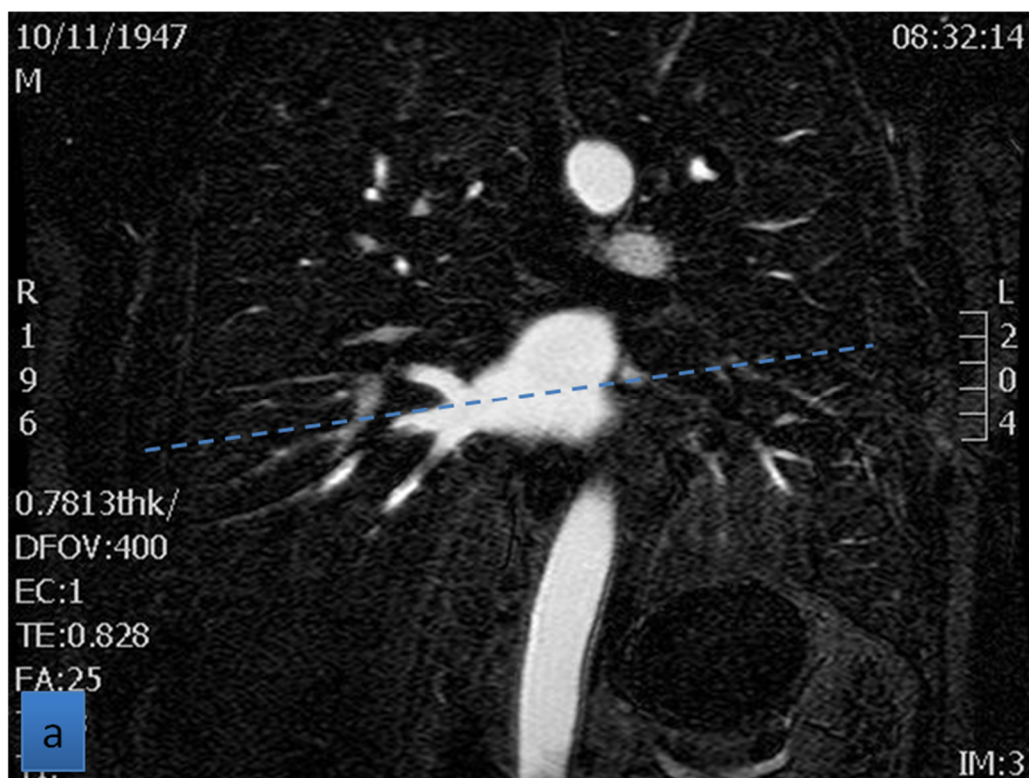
Secuencia angio-RM 3D. (a) Representación del eje longitudinal de la VID en el plano coronal. (b) Medición del diámetro AP de la VID en la reconstrucción MIP realizada en el plano axial oblicuo obtenido a partir del anterior.
